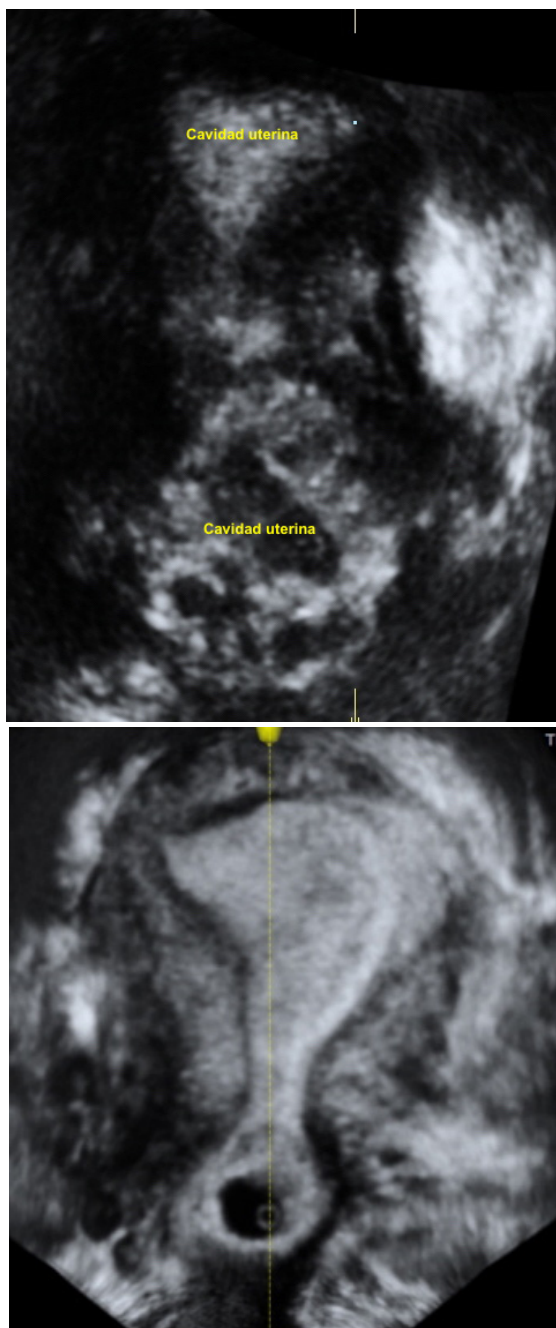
4B, 4C y 4D. Imágenes por ecografía transvaginal y abdominal de un EE cervical.
